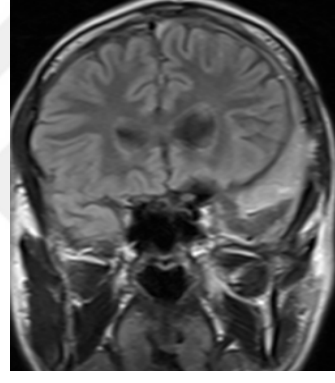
Şekil g : Postop 15. ay MRG T2
